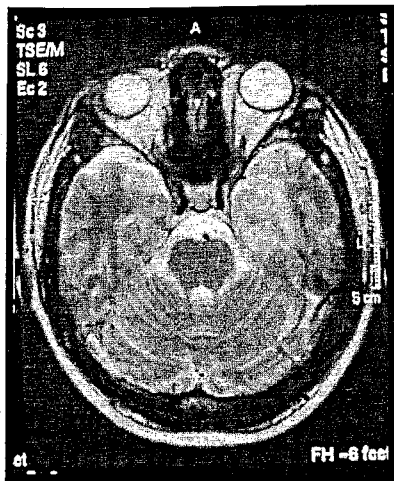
IRM en corte axial ponderada en T2 que muestra hiperintensidad en la region mesial izquierda
